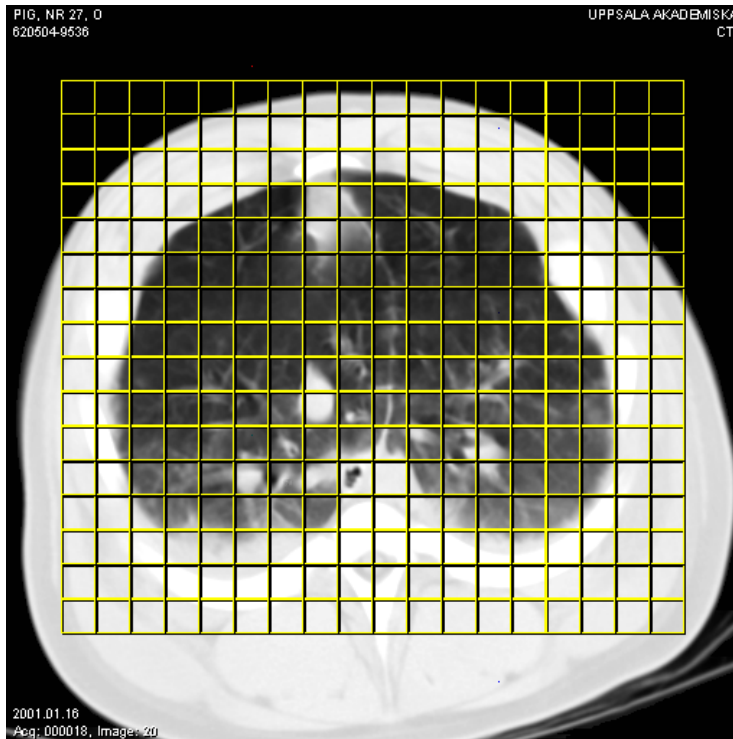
Schnitt eines Spiral-CT mit eingezeichnetem Raster der definierten „Regions of Interest“ (ROI) zur Bestimmung von regionaler Ventilation und Luftgehalt am Ende der Expiration.
